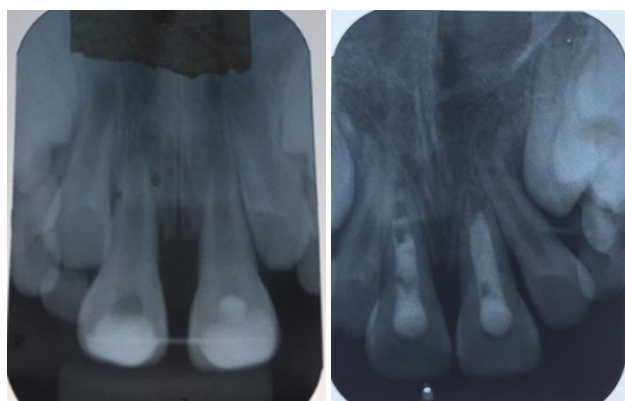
Imagem radiográfica periapical inicial após a realização da contenção.
